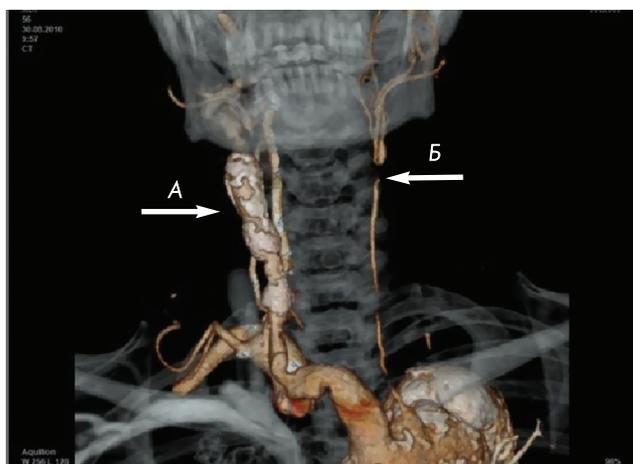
КТ брахиоцефальных артерий
